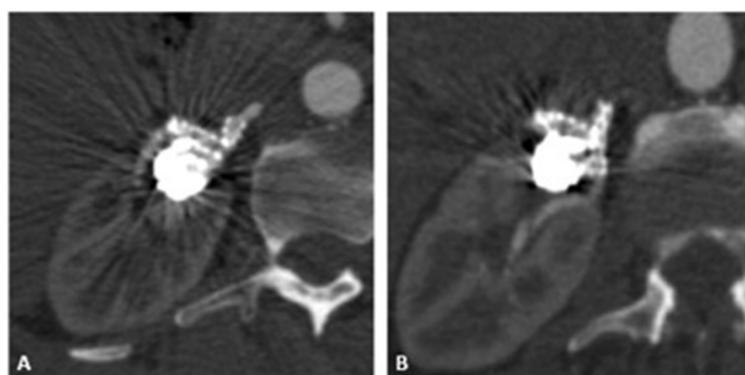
(A) Angiotomographic control at 3 months showing the patent branch feeding the mid renal pole; (B) Angiotomographic control at 3 months showing the patent branches feeding the upper and lower renal poles.
